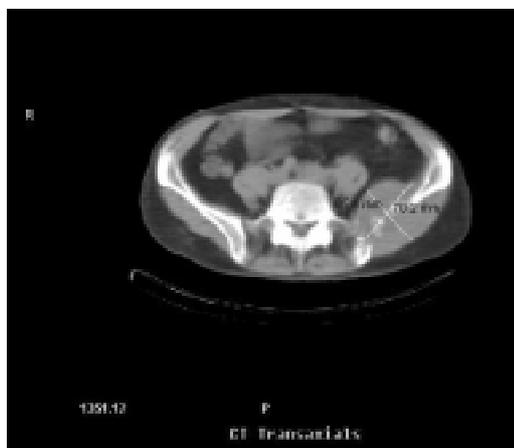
ОФЕКТ/КТ кісток таза пацієнта К. (а — м'якотканинний утвір, пов'язаний з кістковою тканиною; б — ділянки деструкції кісткової тканини, які відповідають зонам максимальної фіксації РФП при ОФЕКТ/КТ)
